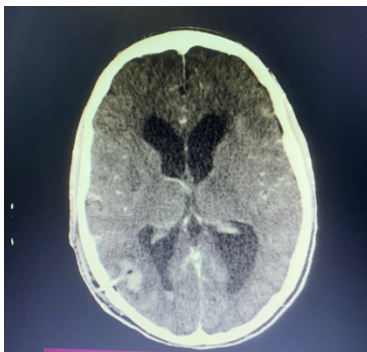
Tomografia de crânio com contraste (08/02/2021) - Lesão sugestiva de tuberculoma.
